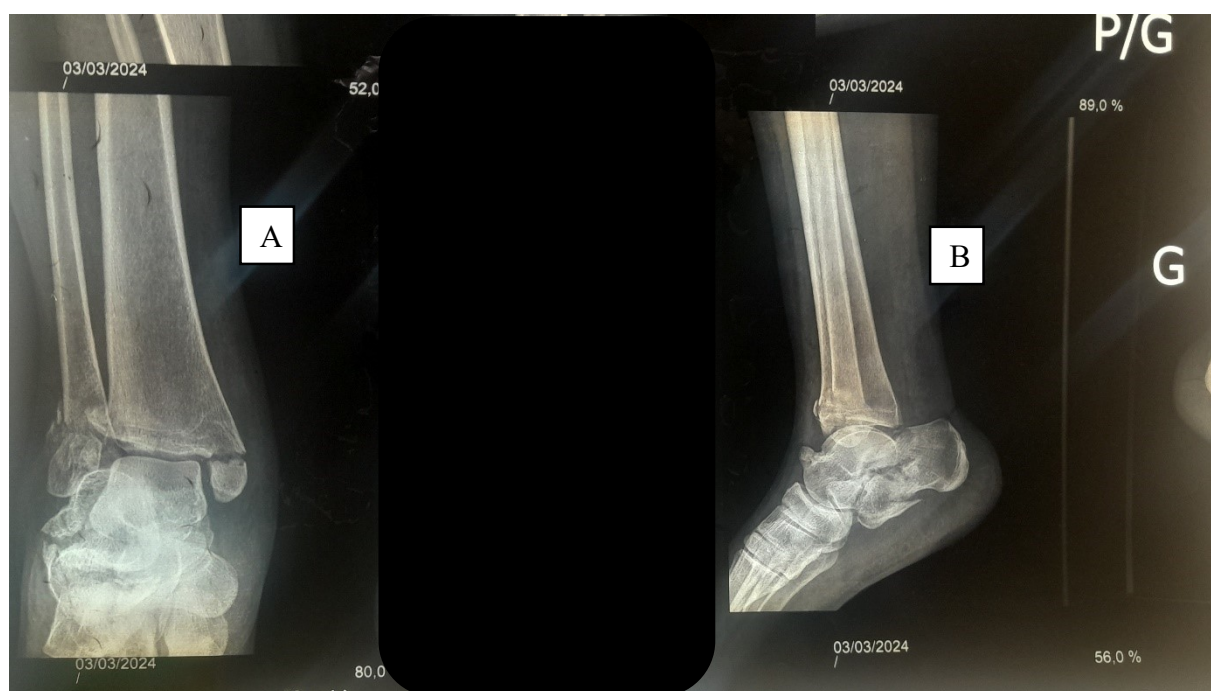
radiographie standard de face et profil de la cheville droite
